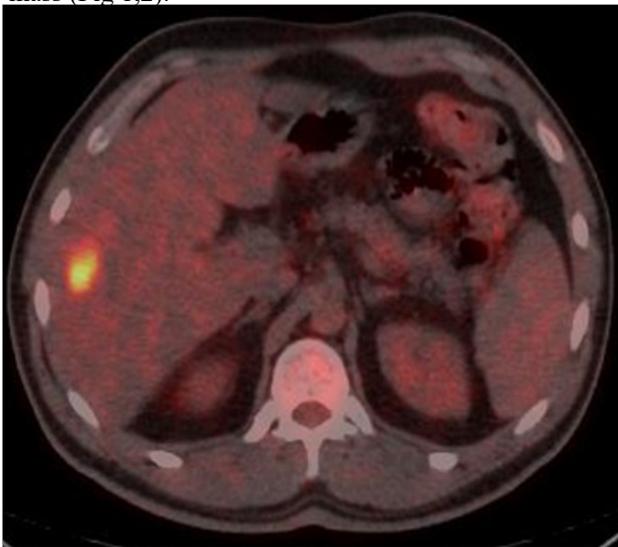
PET-CT reveals radio-tracer active uptake in subcapsular lesion
